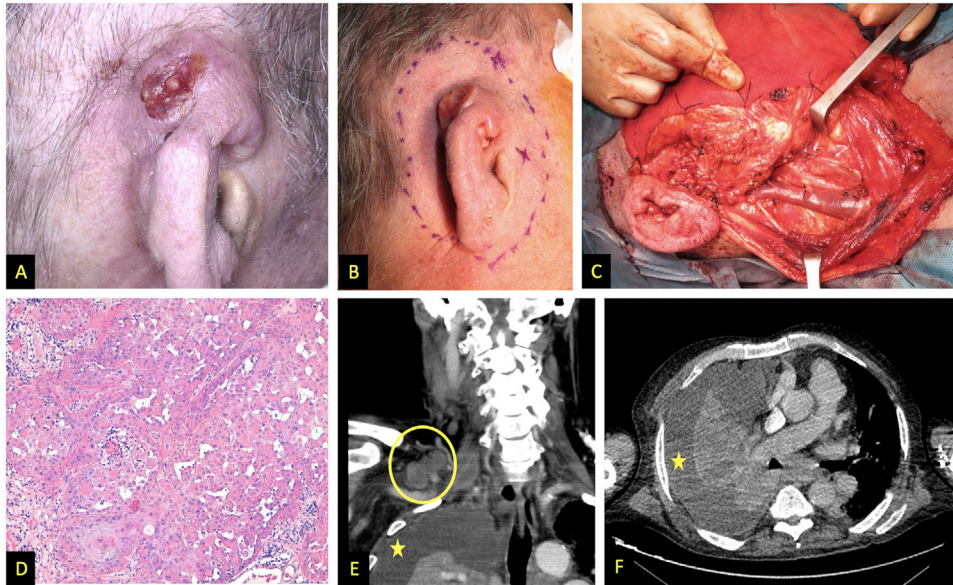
Imágenes pertenecientes al paciente 1. A y B) Aspecto clínico del CCE afectando al tercio superior y medio del pabellón auricular derecho. C) vaciamiento cervical funcional. En la imagen se distinguen la vena yugular externa, parótida y nervio facial. D) Hematoxilina y eosina, 200x. Tumor queratinizante moderadamente diferenciado formando remolinos córneos. E) Tomografía computarizada (TC) con contraste, corte coronal, en círculo adenopatías supraclaviculares derechas; en asterisco derrame pleural. F) TC con contraste, corte transversal, asterisco señala derrame pleural.
